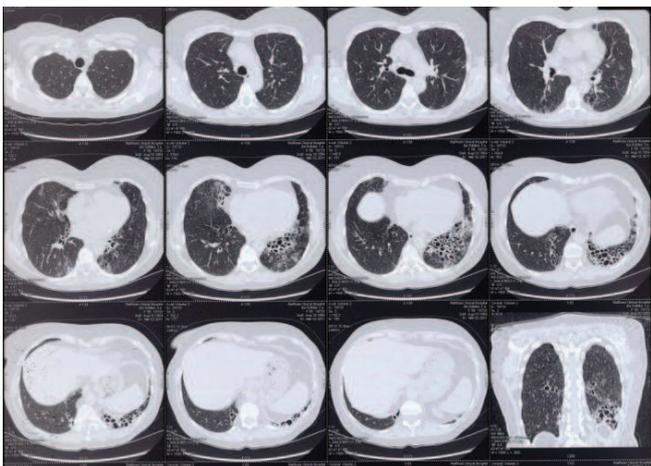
КТ ОГК. Диссеминация в легких и кистозные изменения в нижних и средних отделах легочной ткани
